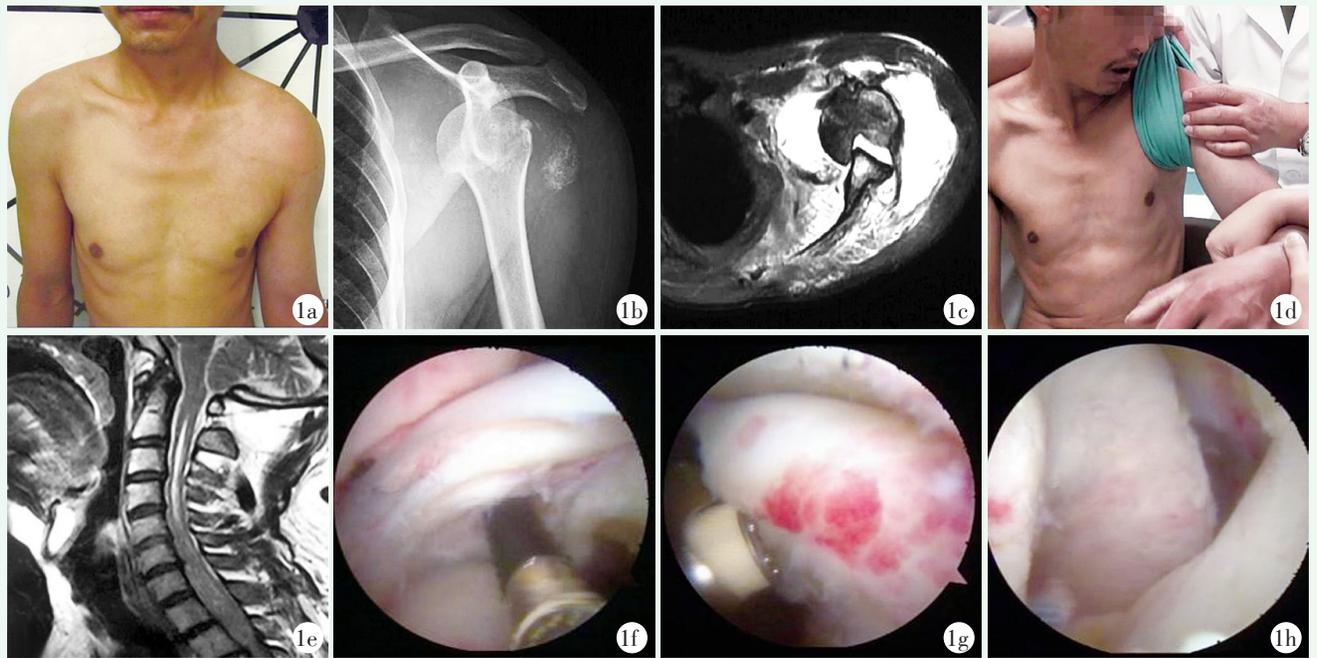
患者,男,39 岁,左肩关节不明原因反复脱位 1 年余,肩关节经常突发绞锁症状 1a: 左肩关节呈方肩伴空虚感 1b: X 线片示左肩关节脱位伴软组织钙化 1c: MRI 示肩关节腔高信号,肱骨头嵌入肩盂三角形骨缺损内 1d: 在非麻醉下试行手法复位,复位过程患者无疼痛感、无痛苦表情 1e: 颈椎 MRI 显示 C<sub>2</sub>~T<sub>2</sub> 水平脊髓可见中央管位置长条状异常信号影, T2WI 呈高信号 1f: 冈上肌腱损伤大面积缺损 1g: 肱二头肌长头腱断裂缺如 1h: 肱骨头沟槽状缺损与肩盂前下缘咬合
